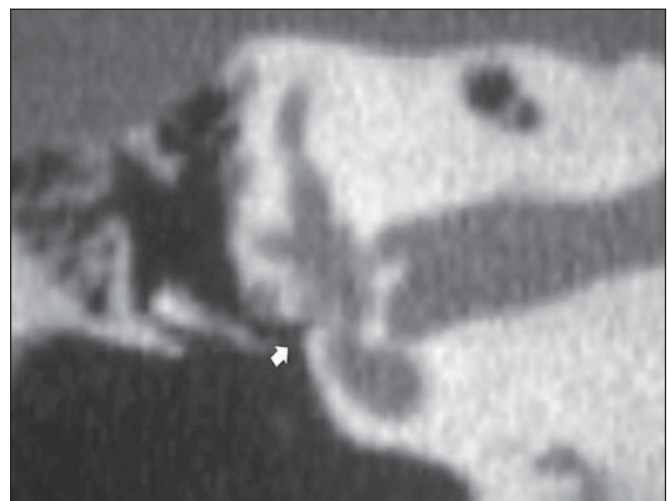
Tomografia computadorizada, reconstrução em coronal. Obliteração da janela oval (otosclerose obliterante).
